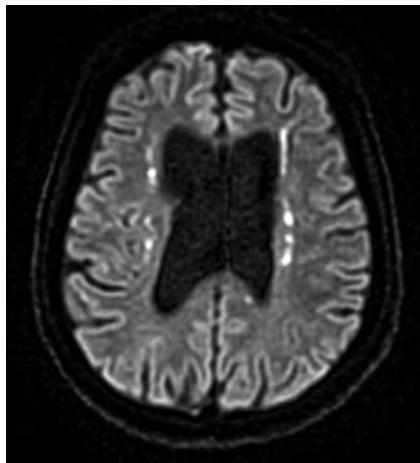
Многочисленные мелкие и неоднородные очаги ограничения диффузии паравентрикулярно в белом веществе
